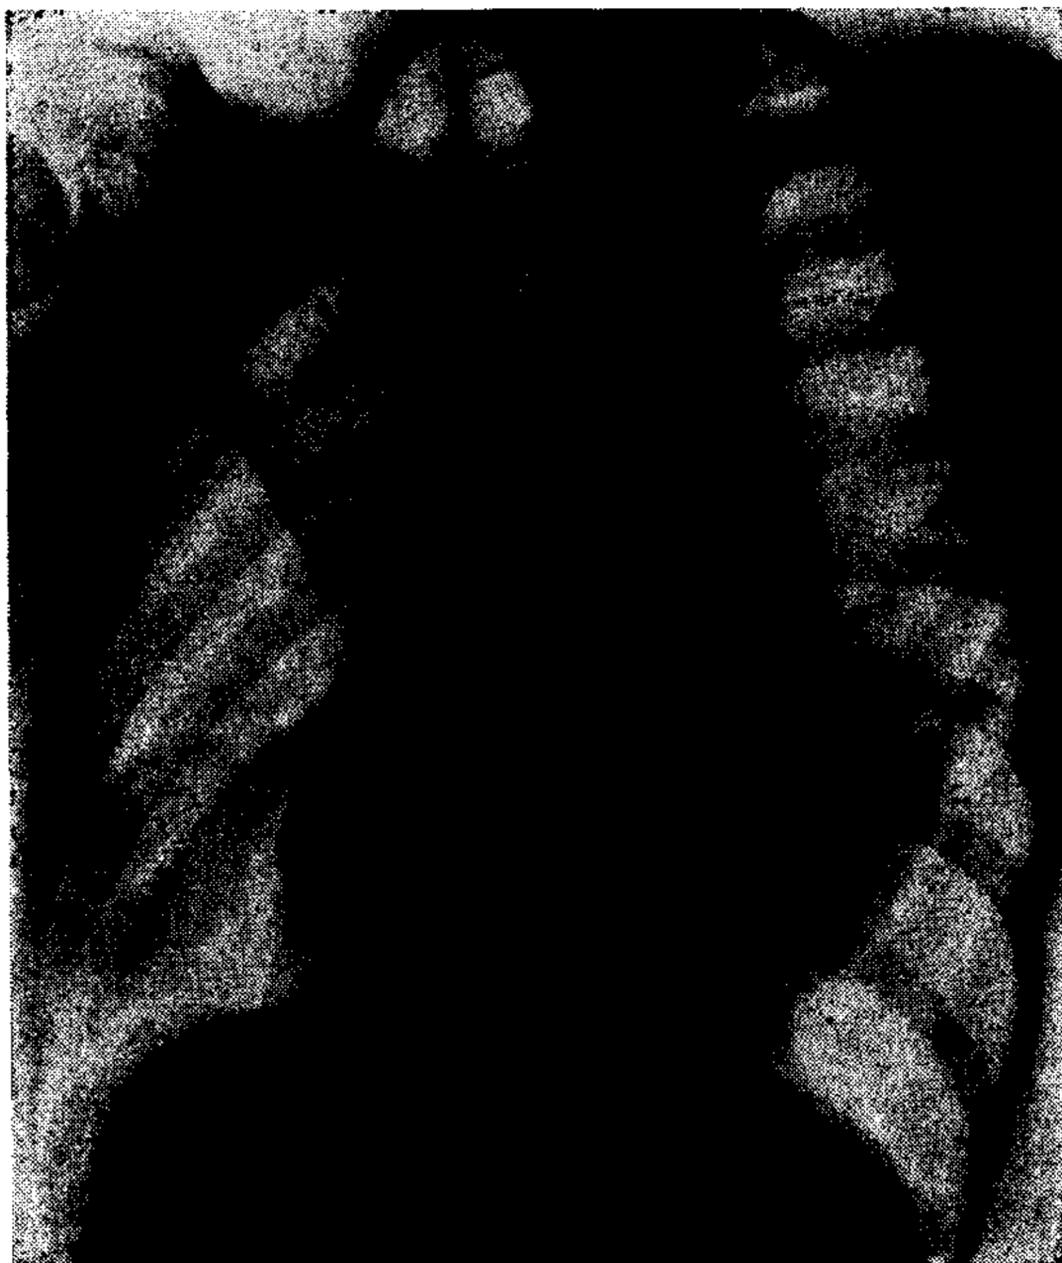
Radiografía en O.A.I. con relleno de esófago.
